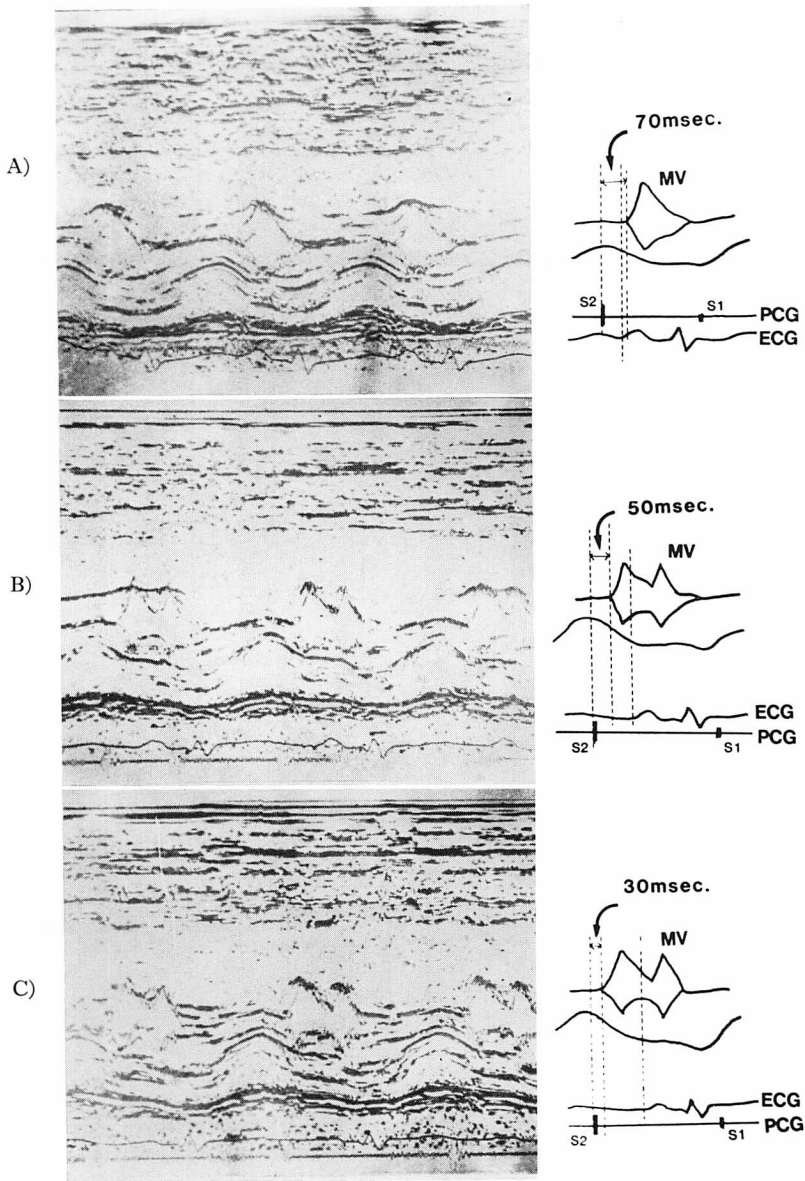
Echocardiograms of the mitral valve in Case 8.
